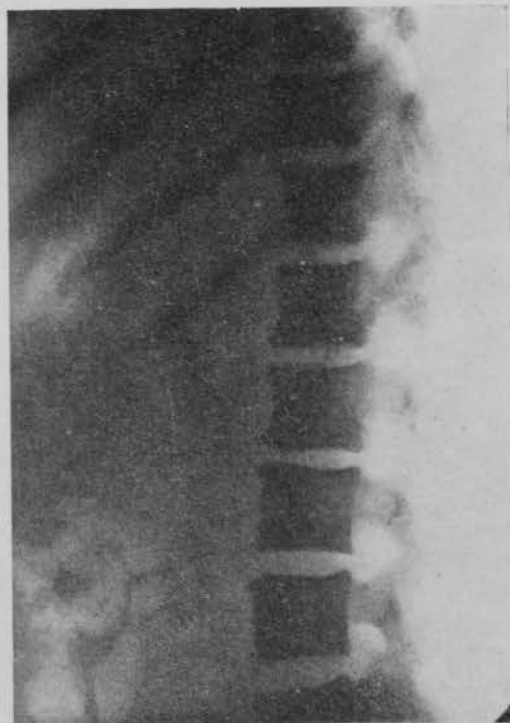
Radiografía de columna vertebral, en la que destaca la intensa osteoesclerosis.
